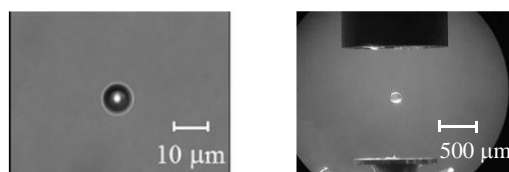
レーザー光(左、日本)と超音波(右、フランス)による粒子の浮遊
